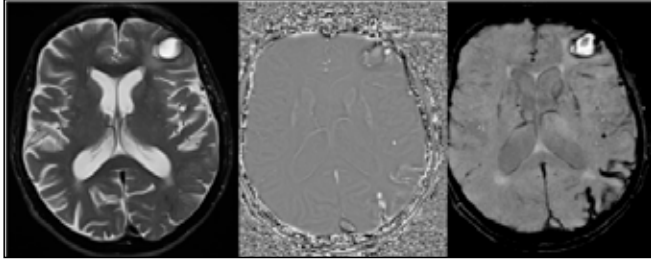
TSE T2-weighted, phase, and SWI axial images (from left to right) of diffuse-type SS-CAA case. Involving more than 3 sulcus in the left temporoparietal lobes, with accompanying parenchymal microhemorrhagic focus and subcortical parenchymal hematoma in the left frontal parenchyma.
